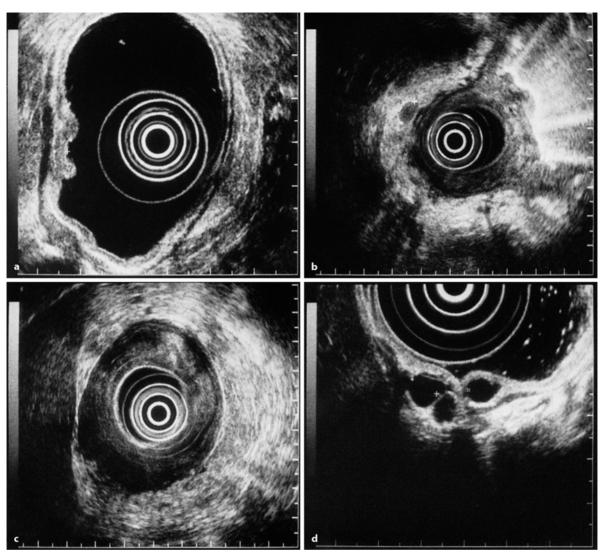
a – d. Magenkarzinom im Endosonogramm. a T1N0-Tumor. b T3N1-Tumor. c Szirrhus (Linitis plastica). d Varizen der Magenwand; vgl. den echodifferenten Lymphknoten in b. (Aufnahmen Dr. S. Faiss, Berlin)
